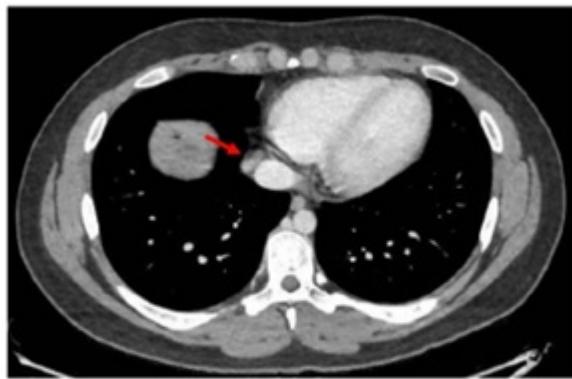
TAC ABD: Adenopatía mediastino inferior.
